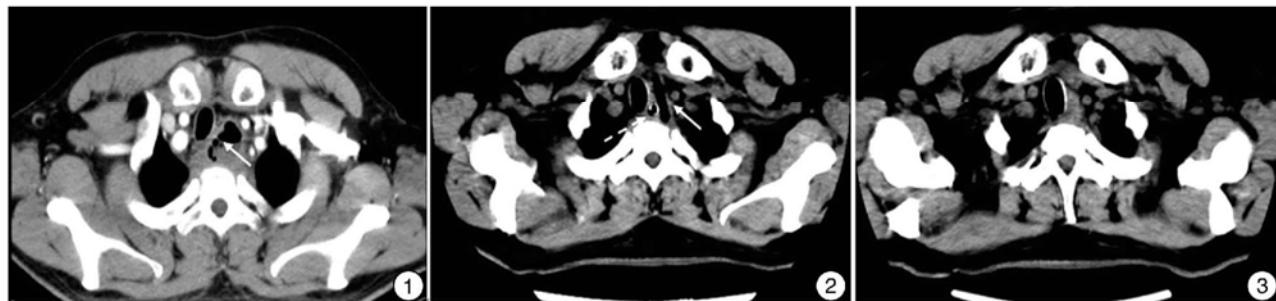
术前1 d纵隔CT所示 纵隔增宽,左后方一气液平面(箭头所示); 图2 图1患者术后第2天纵隔CT所示 纵隔病灶较前明显缩小,未见积气(液),可见引流管(实箭头所示)和胃管(虚箭头所示); 图3 图1患者术后第16天纵隔CT所示 引流管、胃管已取出,纵隔病灶进一步减少。
